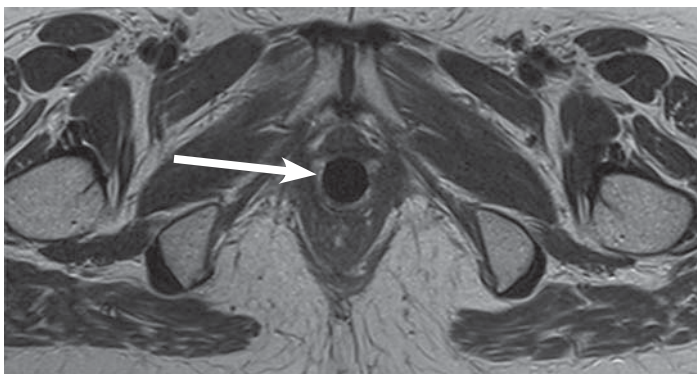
МР-томограммы органов малого таза, состояние в процессе лучевой терапии по поводу первичного рака вульвы с распространением на влагалище, ограниченного слизистой оболочкой. Т2-ВИ в аксиальной плоскости с кольпостатом на уровне нижней трети влагалища. Убедительных данных за объемное образование не получено. Визуализация сохраненных тканей между кольпостатом (стрелка), уретрой и прямой кишкой
